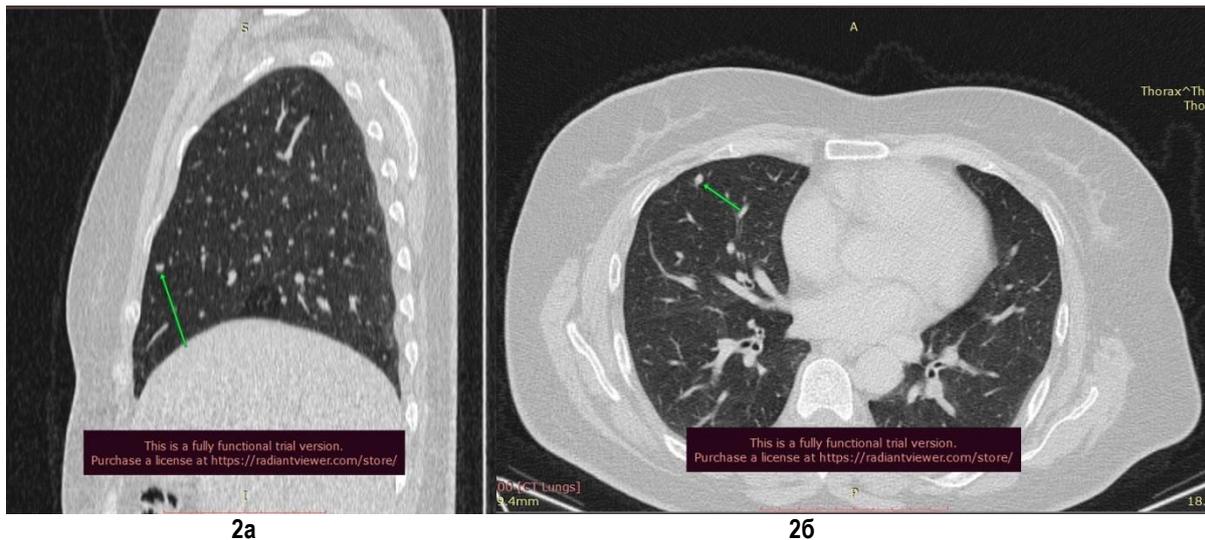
Результаты КТ органов грудной клетки.
